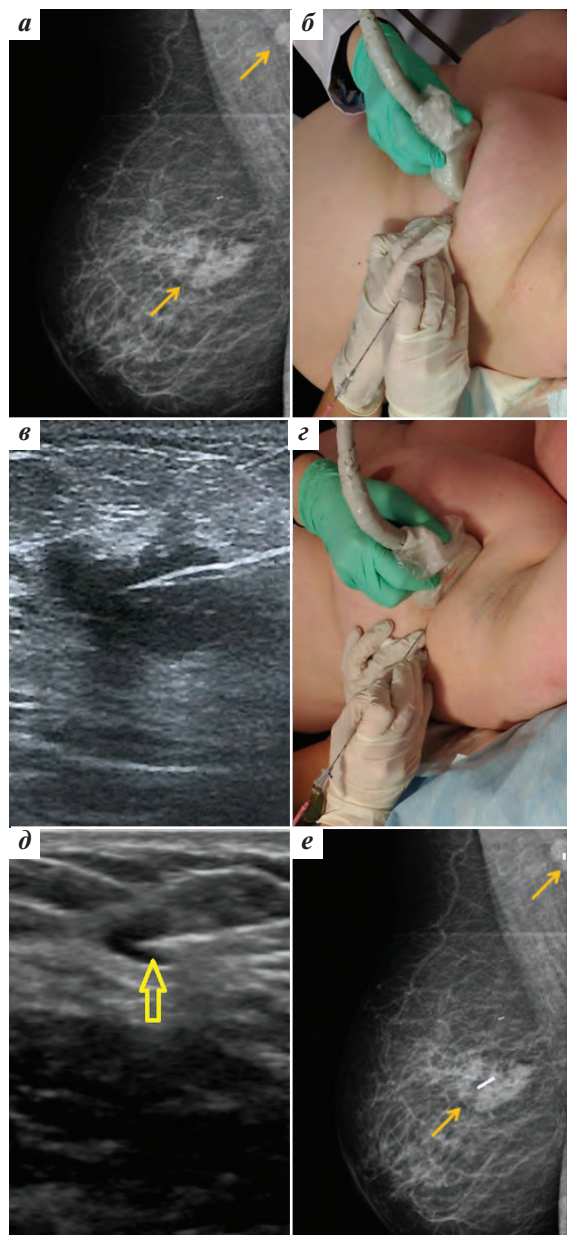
Маркировка первичной опухоли молочной железы и метастатически измененного аксиллярного лимфатического узла: а — маммография перед маркировкой (стрелками указаны первичная опухоль и метастатически измененный верифицированный аксиллярный лимфатический узел); б — введение клипсы в первичную опухоль под ультразвуковой навигацией; в — ультразвуковой контроль установки клипсы в опухоль; г — введение клипсы в метастатически измененный лимфатический узел под ультразвуковой навигацией; д — ультразвуковой контроль установки клипсы в лимфатическом узле; е — рентгенологический контроль после маркировки (стрелками указаны клипсы в первичной опухоли и лимфатическом узле)
